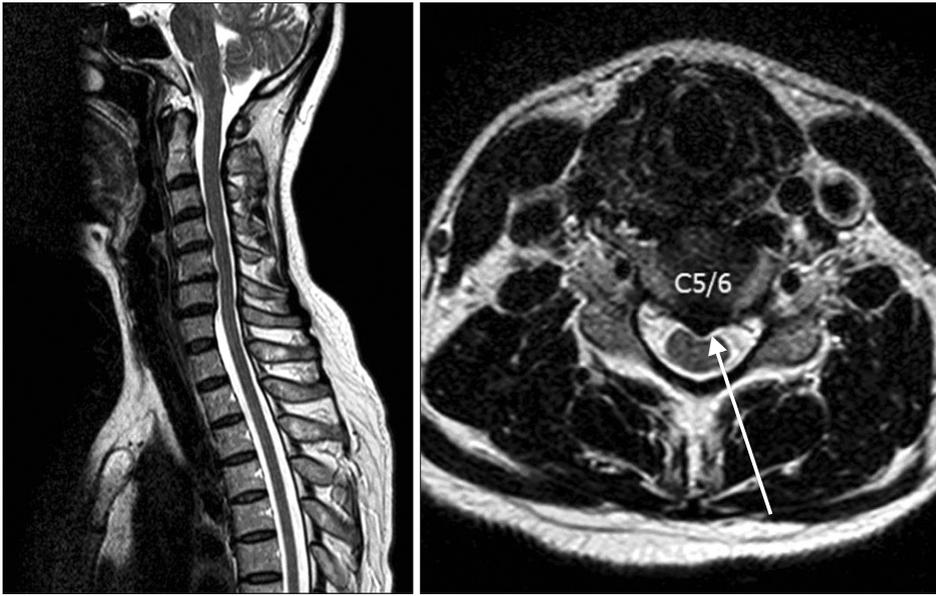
Initial T2W MR images show degenerative change and bulging disc in C5-6.
